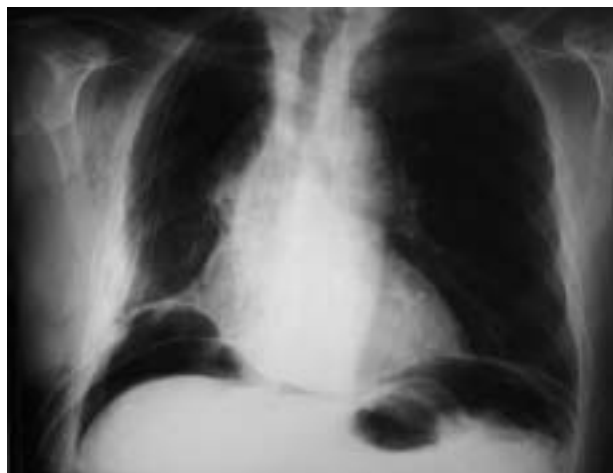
Radiografía de tórax en la que se observa el neumoperitoneo que presentaba el paciente.
